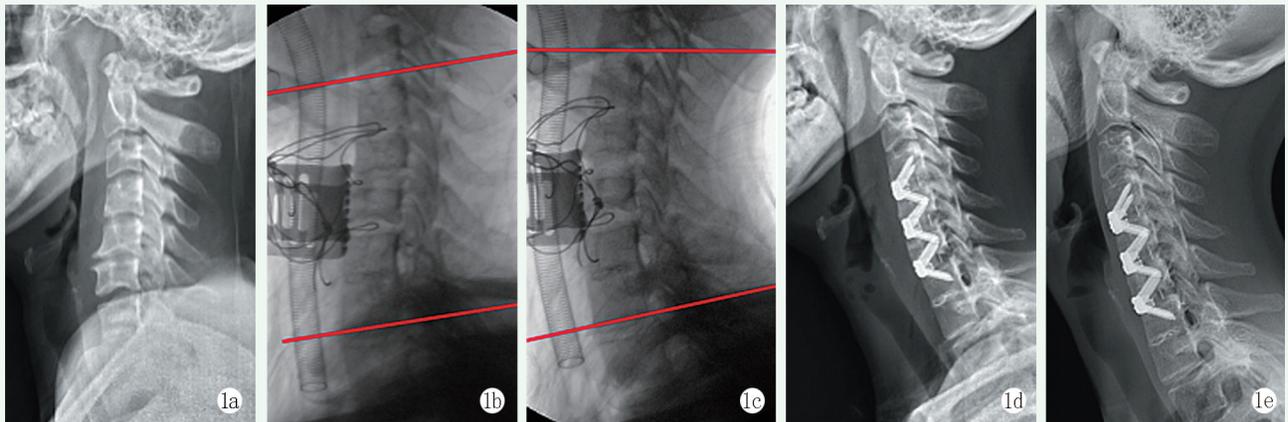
患者,女,46岁,脊髓型颈椎病36个月,行C_{4/5}、C_{5/6}、C_{6/7}颈椎前路椎间盘切除减压融合术 1a:术前颈椎侧位X线片示C₂₋₇ Cobb角为-0.39°,手术节段Cobb角为1.82° 1b:术中调节前颈椎侧位X线片示C₂₋₇ Cobb角为-4.89°,手术节段Cobb角为-2.81° 1c:术中调节后颈椎侧位X线片示C₂₋₇ Cobb角为13.35°,手术节段Cobb角为8.43° 1d:术后即刻颈椎侧位X线片示C₂₋₇ Cobb角为9.40°,手术节段Cobb角为9.04° 1e:术后1年颈椎侧位X线片示C₂₋₇ Cobb角为14.02°,手术节段Cobb角为4.97°
